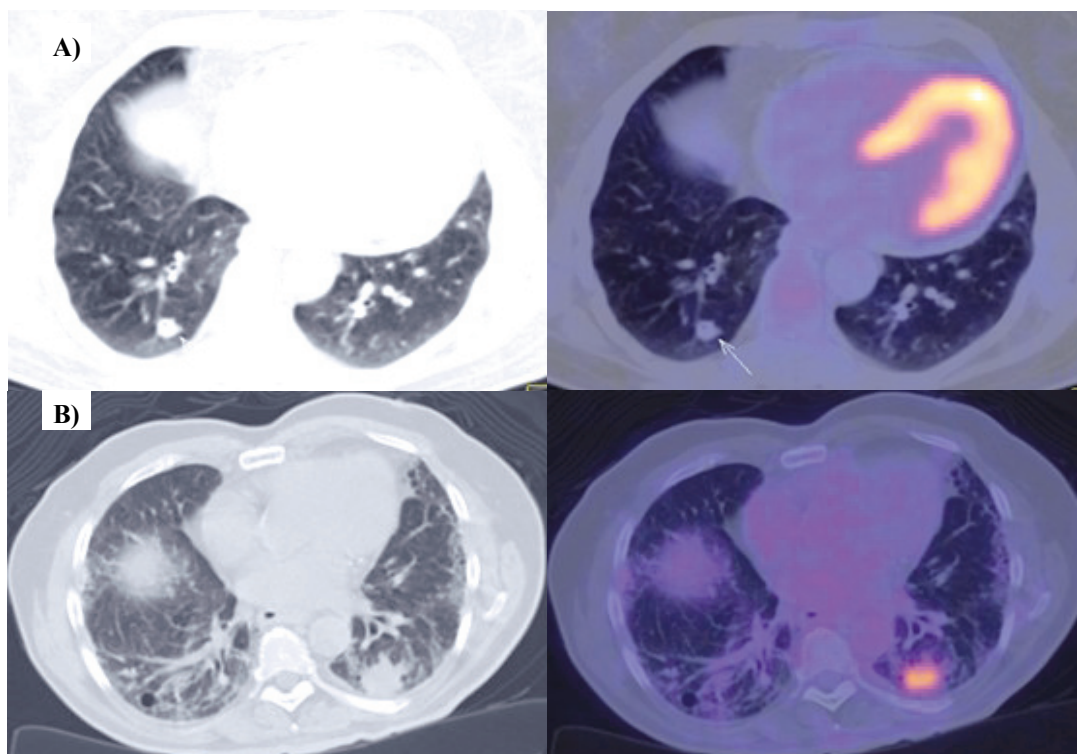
CT y PET/CT con nódulo sin actividad metabólica, que correspondió a un hamartoma (A). CT y PET/CT con nódulo hipermetabólico que correspondió a un carcinoma (B).
